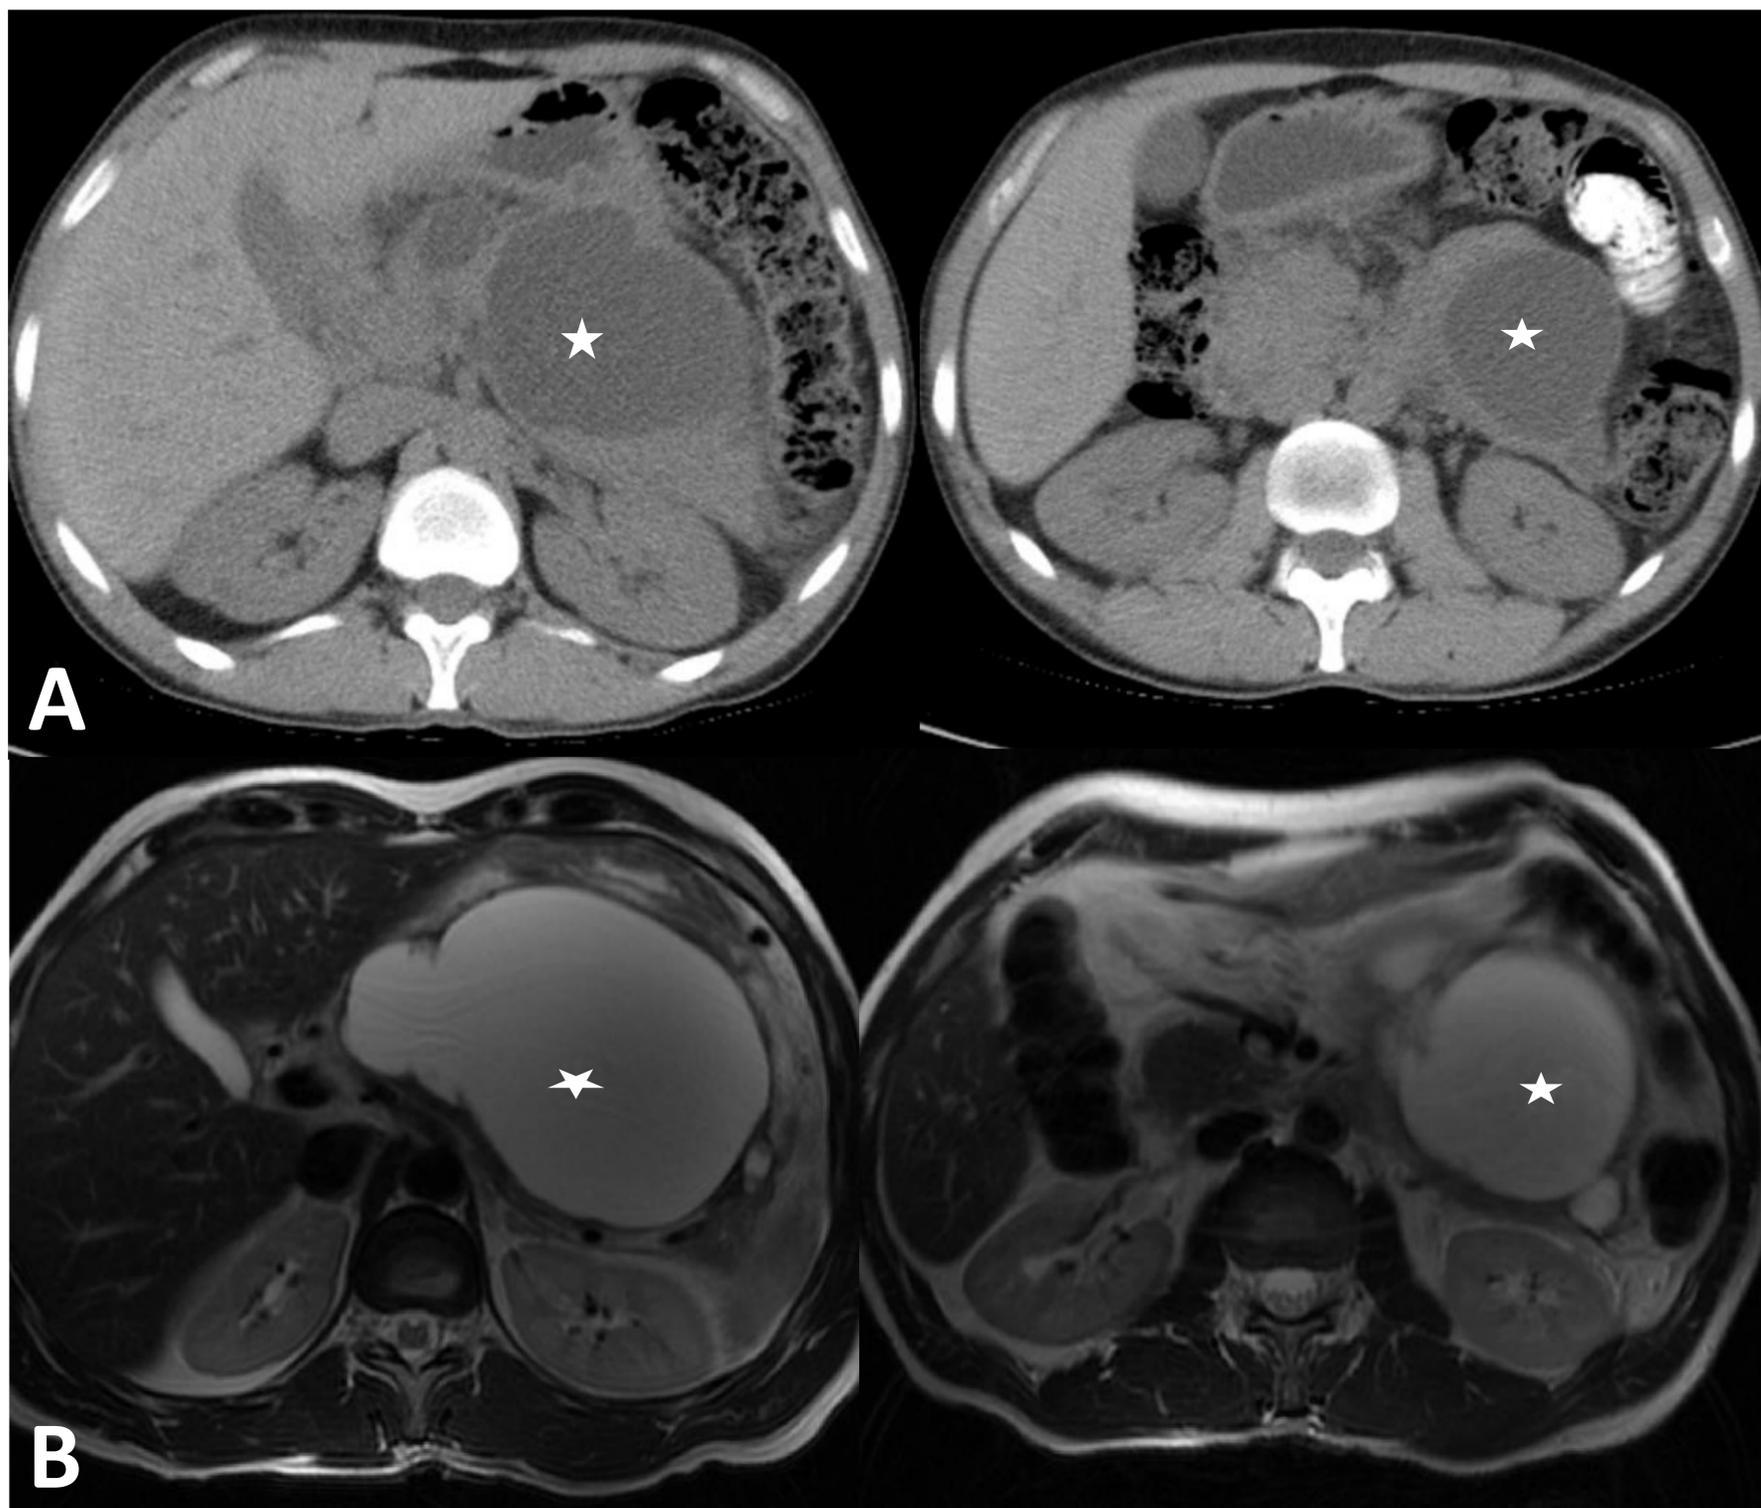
7 meses después se le realiza control por imagen. TC abdominal sin contraste, cortes axiales (A); RM con cortes axiales potenciados en T2 (B). Aumento de las lesiones quísticas pancreáticas (*) en relación con pseudoquistes. Fueron drenados de forma endoscópica.
